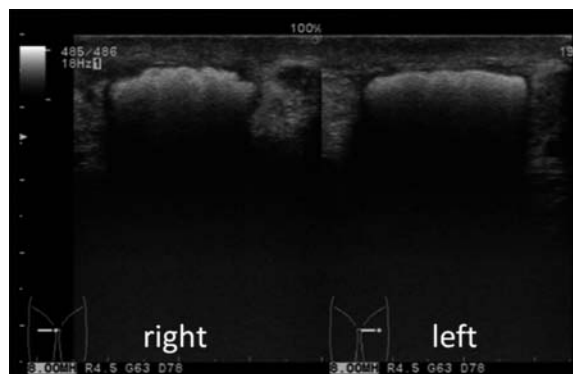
Testicular ultrasonography demonstrated a high echoic lesion with acoustic shadowing at surfaces of the testes.
